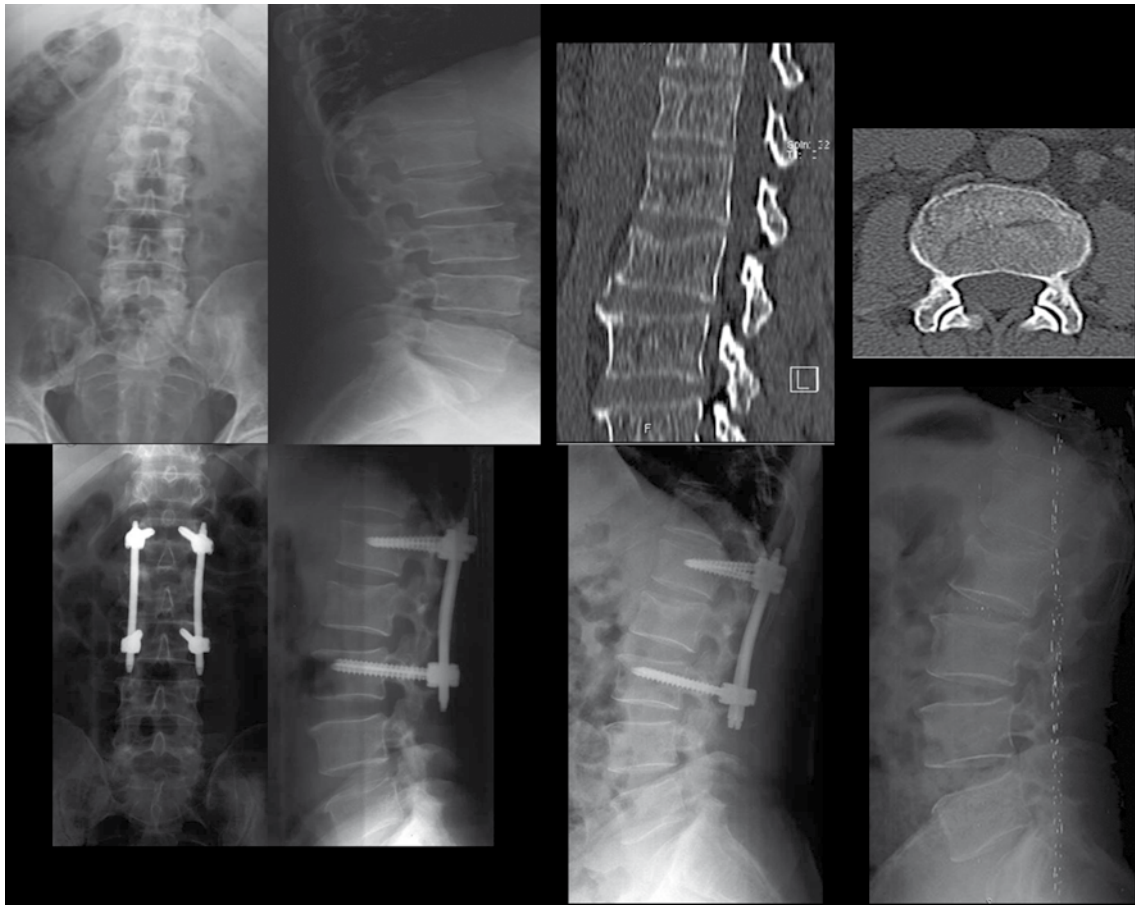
Doente género feminino, 60 anos de idade. Fratura de L2. Realizada fixação percutânea L1-L3. A) Rx frente pré-operatório; B) Rx perfil pré-operatório; C) TC pré-operatória; D) Rx pós-operatório imediato, frente e perfil; E) Rx perfil controlo aos 6 meses; F) Rx perfil apos extração do material aos 12 meses.
